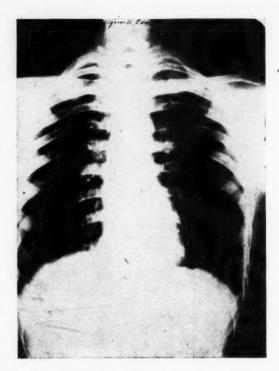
Deuxième observation : Nettoyage radiographique presque complet. Il ne reste que de petites opacités à la région susclaviculaire gauche.
